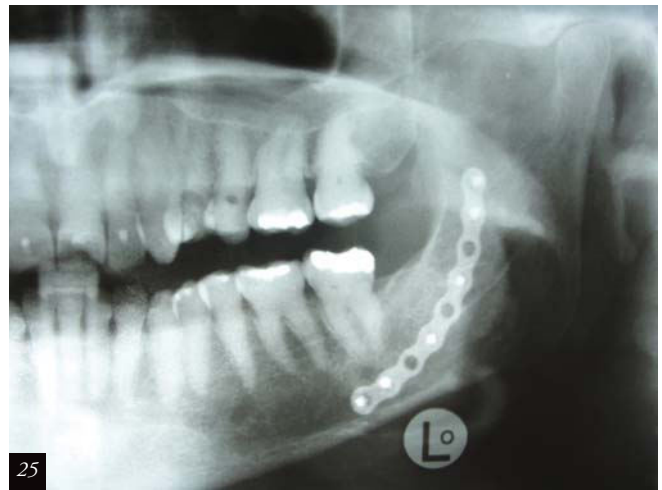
Control Radiografía panorámica a 1 año.
